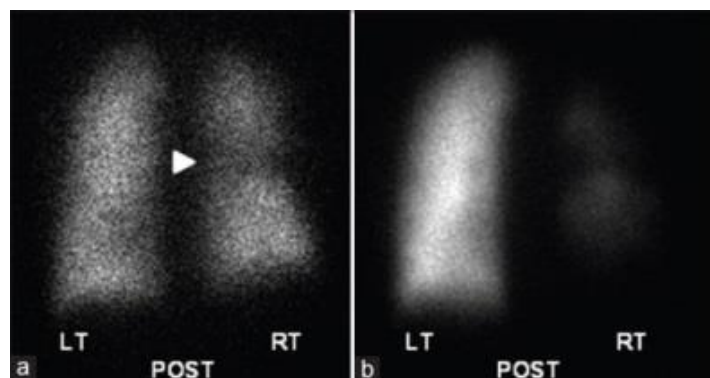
scintigraphie ventilation-perfusion. A gauche image en ventilation sans défaut. A droite image en perfusion avec défaut quasi-total de la perfusion du poumon droit. *Image tirée de G. Hiremath et al (33).*
